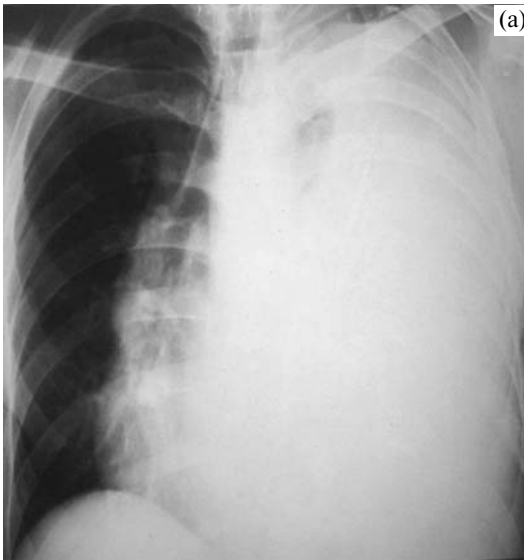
Рентгенография грудной клетки: а — тотальный левосторонний плеврит; б — тотальный ателектаз левого легкого.
